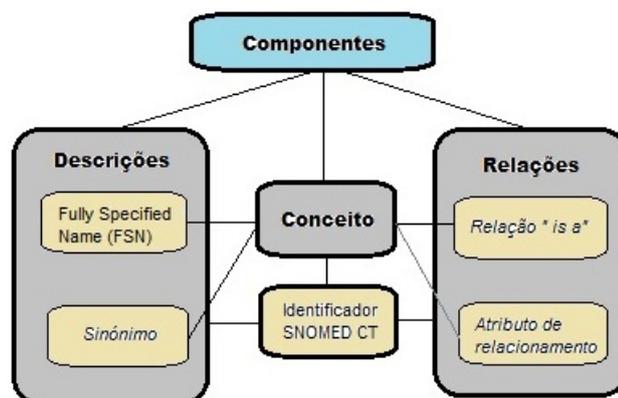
Estrutura do SNOMED CT (adaptado de [87]).
